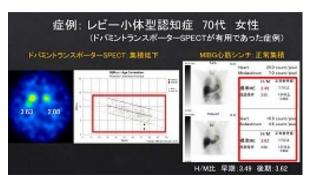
症例5:ドパミントランスポーターSPECT有用例
